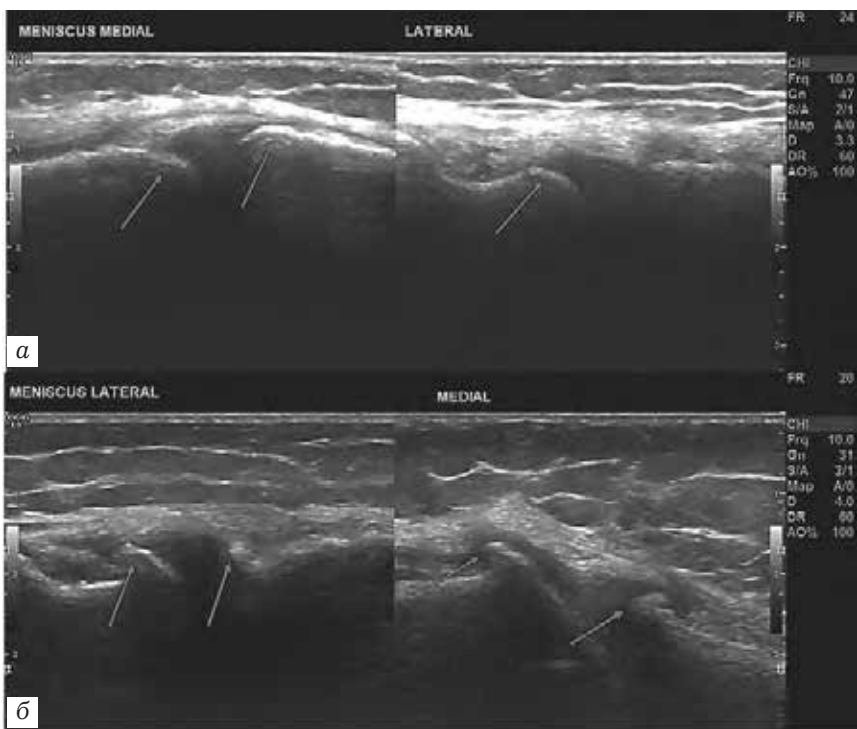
УЗИ коленного сустава. Визуализация медиального и латерального менисков: *а* — норма, стрелки указывают на мениск; *б* — наличие остеофитов указано стрелками
